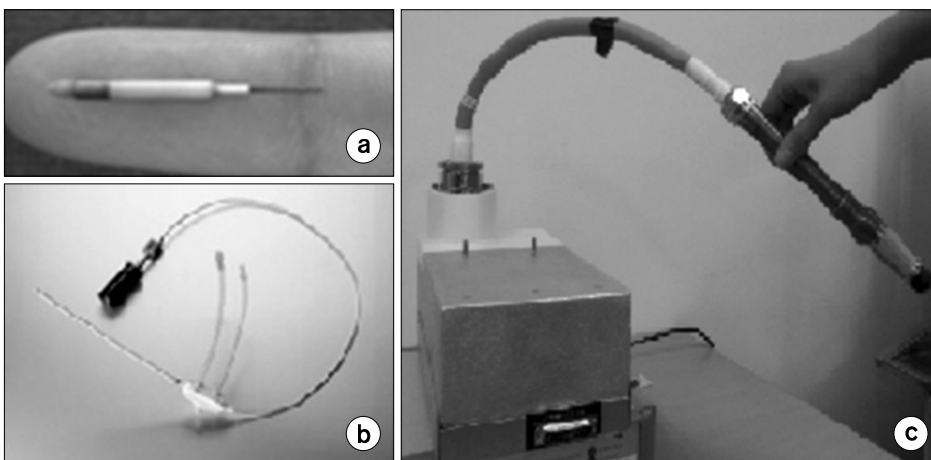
Photographies of intra-oral X-ray tube: (a) X-ray source, (b) X-ray tube module, and (c) HV generator & cable.
